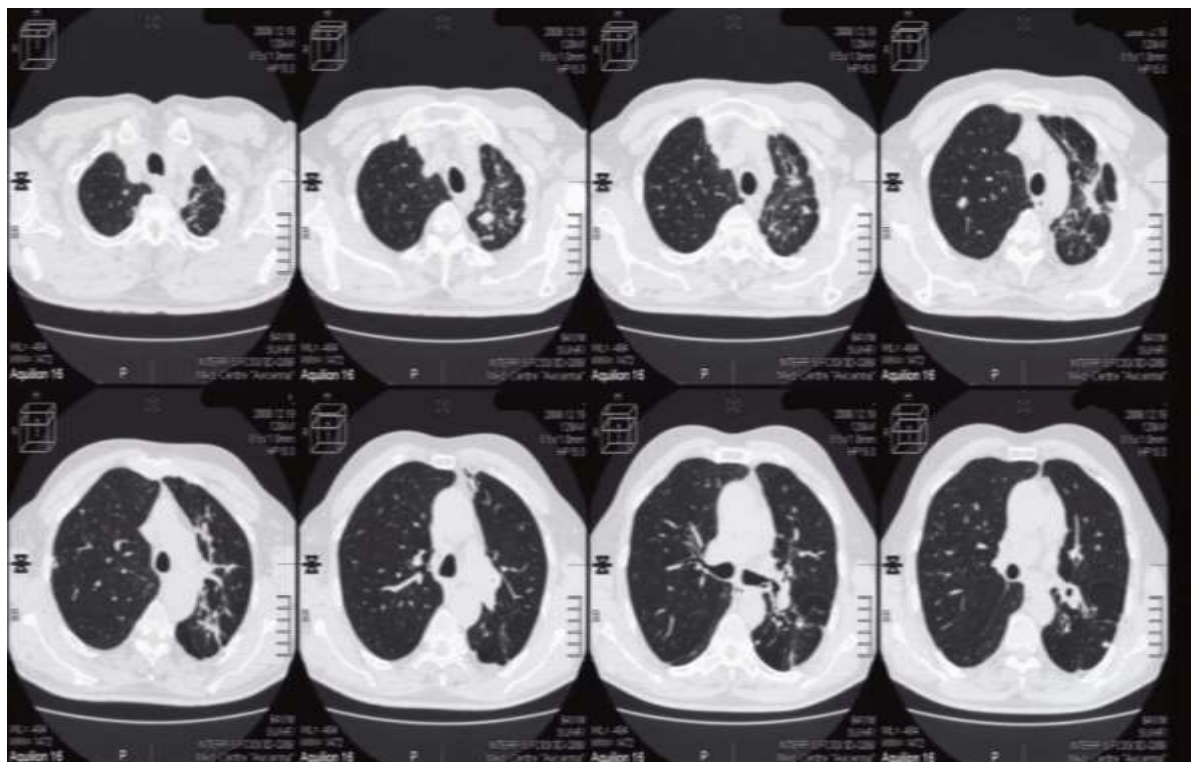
МСКТ ОГК больного Т., 63 лет, на 15-м месяце лечения
